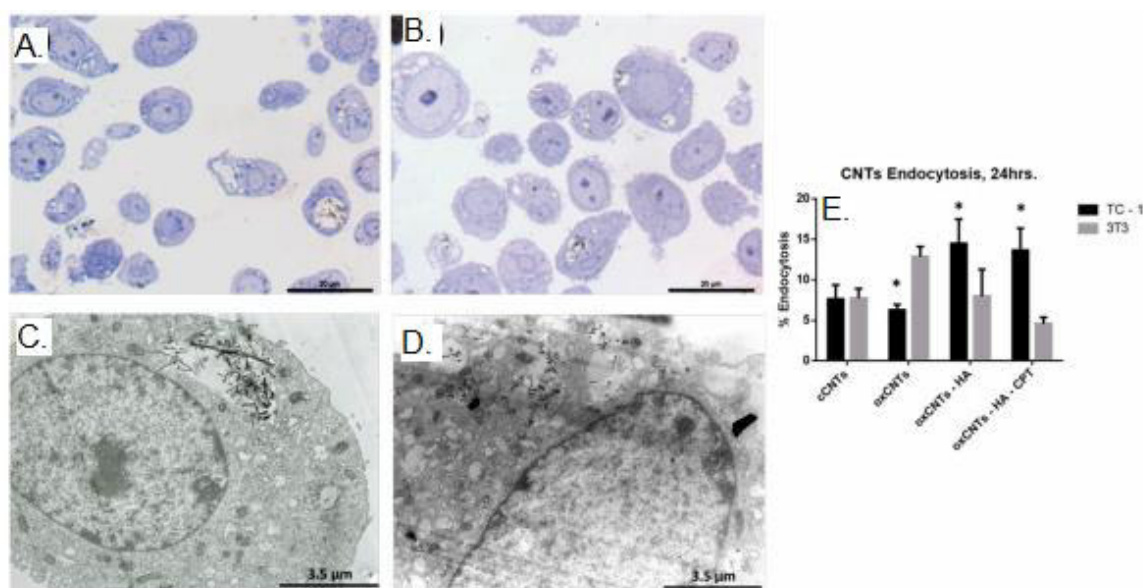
Endocitosis del nanovector. Cortes semifinos teñidos con azul de toluidina de células TC-1 tratadas con A. cCNT. B. oxCNTHACPT. Micrografías electrónicas de transmisión de células TC-1 tratadas con C. cCNT. D. oxCNTHACPT. E. Cuantificación del índice de endocitosis de las diferentes modificaciones de CNT en células TC-1 y 3T3. Salas, D., et al. (2019). “Nanovectors cell uptake”.
